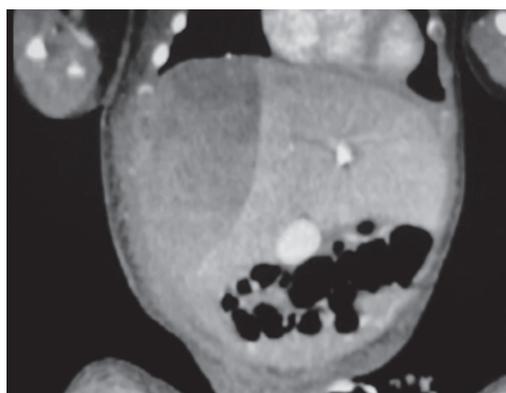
Компьютерная томограмма печени с внутривенным контрастированием. В правой доле печени образование неоднородной структуры, неравномерно набирающее контраст
